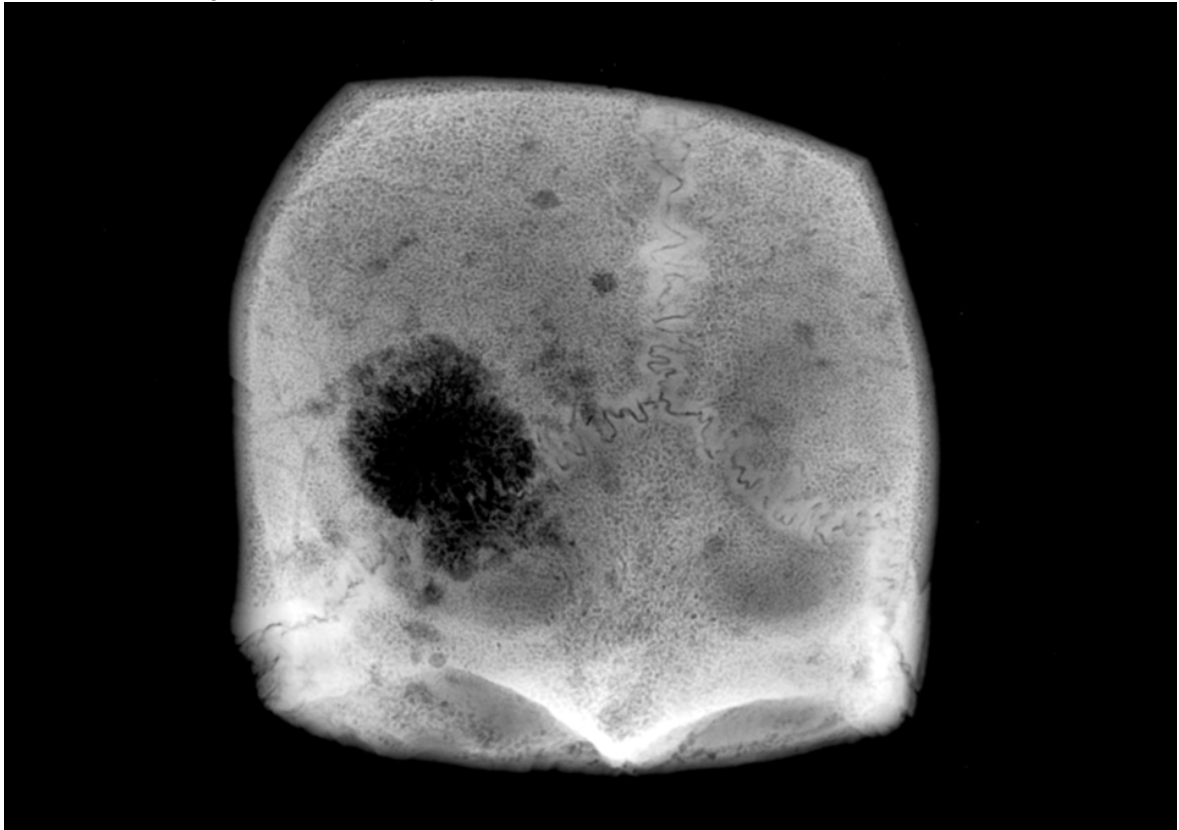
Radiografía occipito-biparietal en la que se observa la lesión osteolítica primaria en "sacabocados" y múltiples metástasis de morfología circular, osteolíticas y bien circunscritas.
